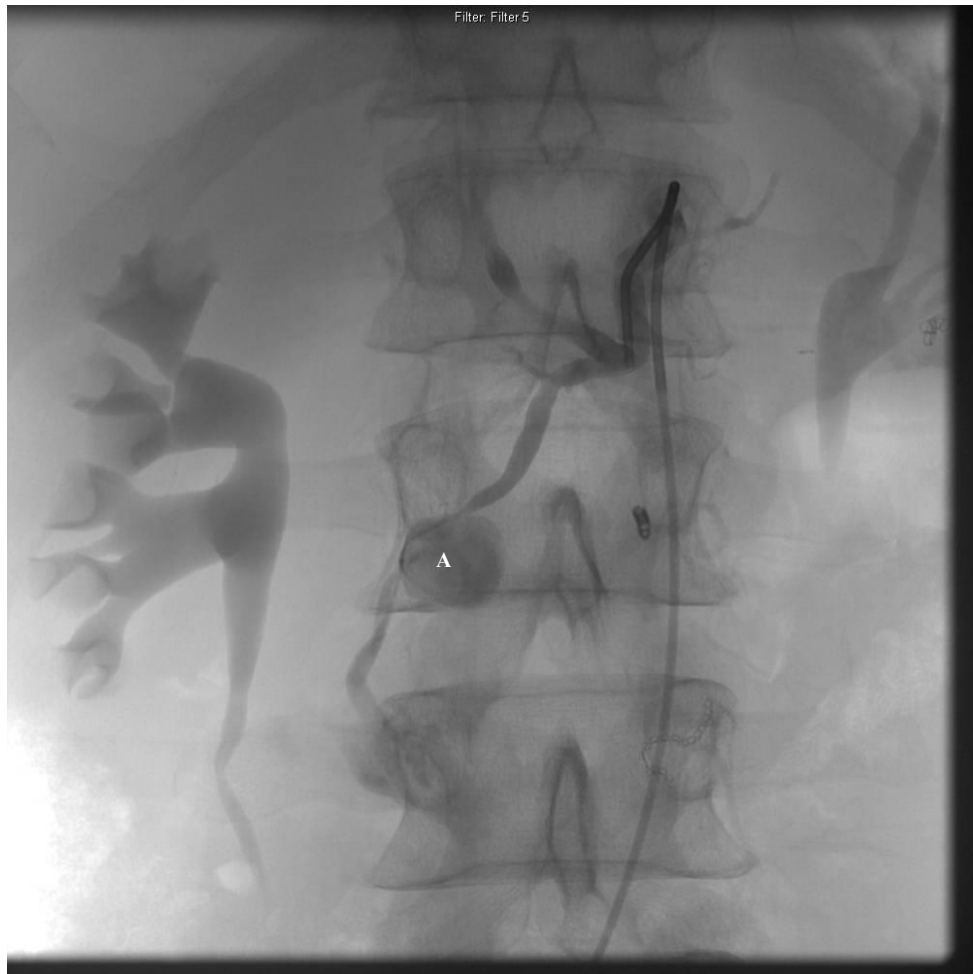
Селективная ангиография гастродуоденальной артерии у больного на 15-е сутки после операции Фрея. Экстравазация рентгенконтрастного препарата в полость панкреатокишечного анастомоза после попытки эмболизации просвета кровоточащего сосуда (А)
